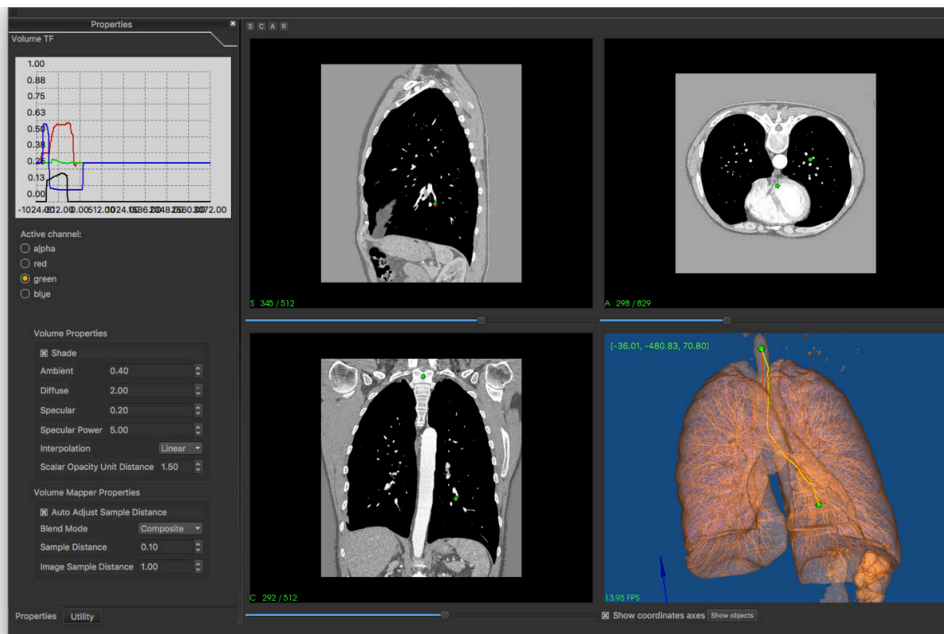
Viser hvordan Fraxinus excelsior fungerer sammen med EM sporing: Preoperative snittbilder av pasienten importeres til Fraxinus excelsior. Bildene ble matchet med pasientens kropp under bronkoskopi, i en "EM til CT til pasient" -registrering. Bronkoskopet har en sensor på tuppen, på figuren heter den BS. En elektromagnetisk sensor, RS, var plassert på operasjonsbordet som et referansepunkt. Når bronkoskopet beveges innenfor det elektromagnetiske feltet blir posisjonen til sensoren på bronkoskopet og bildene fra EBUS-sonden på bronkoskopet registrert i Fraxinus excelsior.
